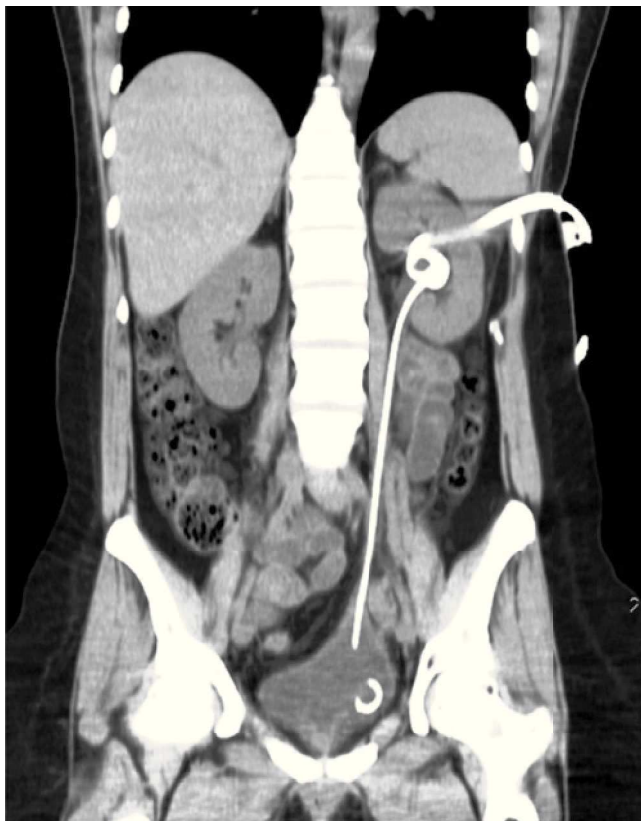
Urotomografía simple corte coronal, se aprecia psoas *Hitch*, catéter doble J y nefrostomía.
